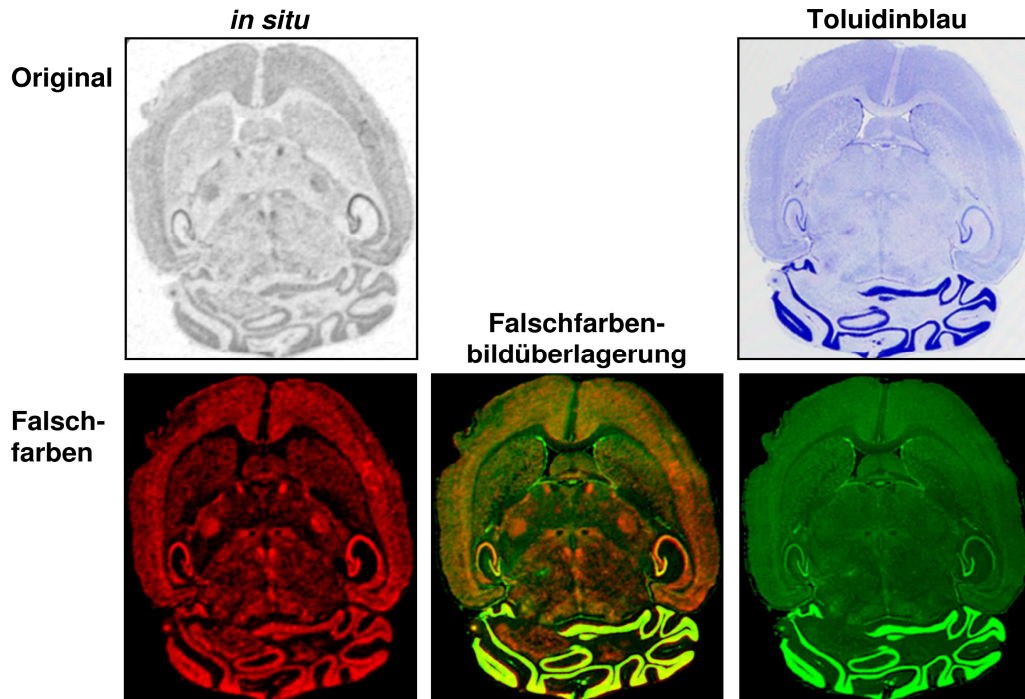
Ndufv1*-Expression im Mausgehirn. In der oberen Reihe sind die Originalbilder der *in situ*-Hybridisierung (Autoradiographie; links) und der Toluidinblaufärbung (rechts) eines transversalen Mausgehirnschnittes gezeigt. Die Darstellungen in Falschfarben, entsprechend der jeweiligen Signalintensitäten, befinden sich darunter (rot, *in situ*-Hybridisierung; grün, Toluidinblaufärbung). Eine Überlagerung der Falschfarbenbilder (unten Mitte) lässt die stärksten Signalintensitäten der *Ndufv1*-Expression (orange) im *Hippocampus*, in den Basalganglien und in einigen Bereichen der Groß- und Kleinhirnrinde erkennen.
